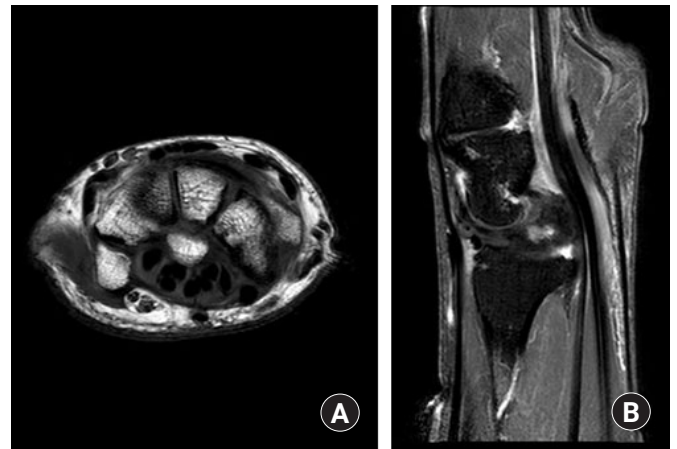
Magnetic resonance imaging of left wrist. (A) T1-weighted axial image showing decreased space of the carpal tunnel by volar protruded lunate. (B) T1-weighted fat-suppressed sagittal image showing synovial thickening of flexor tendon sheath and attrition of deep flexor tendons by volar protruded lunate.
